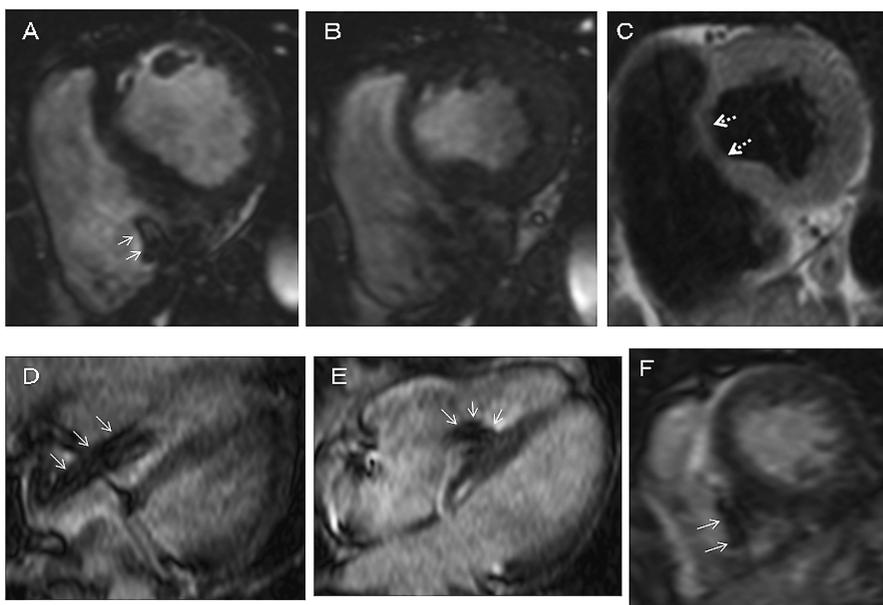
ペースメーカー植込み下の心臓 MRI 画像（自験例）。
